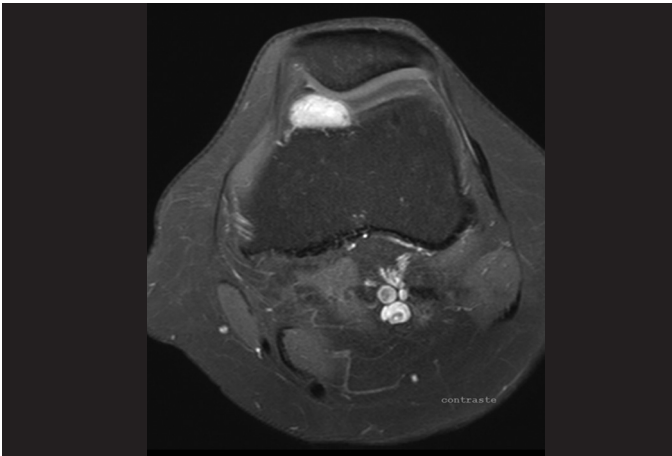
Ressonância magnética em T2 com contraste, corte axial, mostrando nodulação na região retropatelar.
